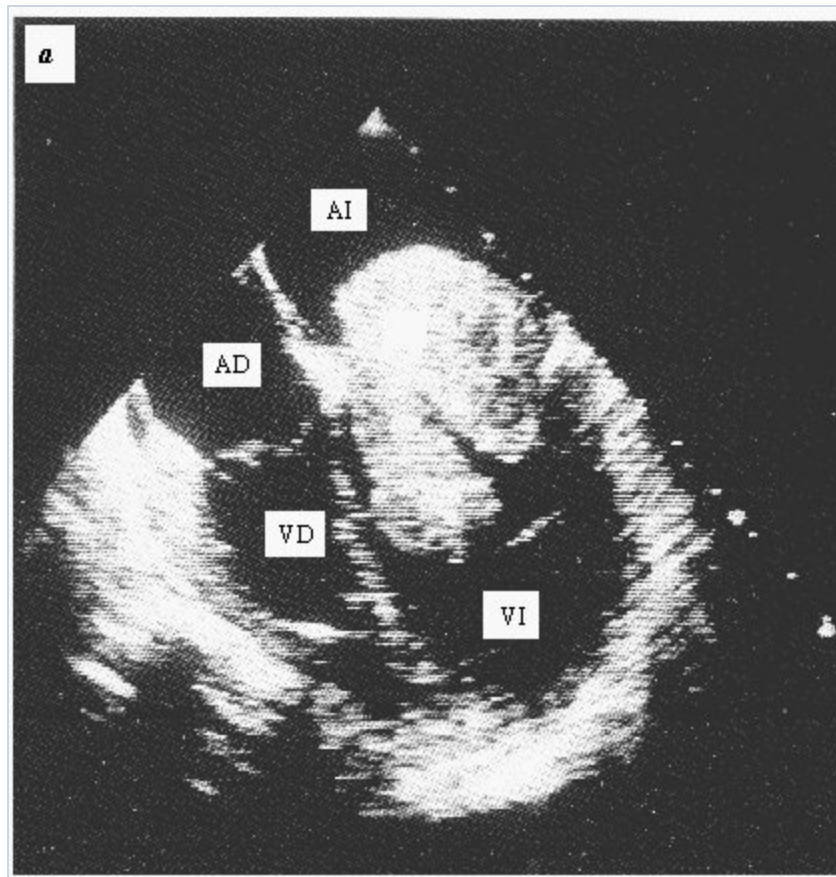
Mixoma en la aurícula izquierda Este ecocardiograma transesofágico demuestra un mixoma (M) de gran tamaño en la aurícula izquierda (AI) de un hombre de 23 años. La fotografía tomada a la izquierda (a) corresponde a la sístole temprana, y la de la derecha (b) a la diástole temprana. Es evidente la gran motilidad del tumor al desplazarse de la aurícula al ventrículo izquierdos (VI). También pueden observarse la aurícula derecha (AD) y el ventrículo derecho (VD).
